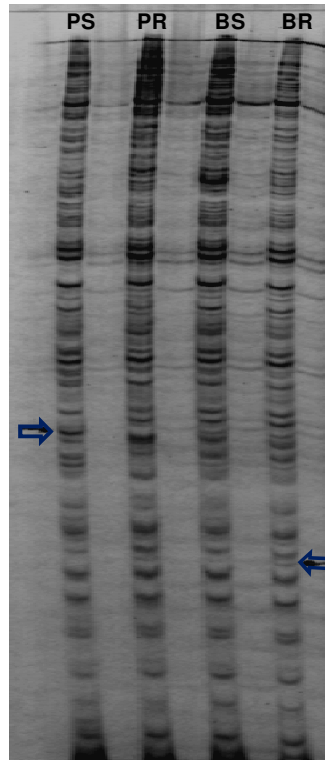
Autoradiografia dos marcadores AFLP obtidos por BSA com a combinação de primers E-AC/M-CAA. As setas indicam os marcadores polimórficos identificados. PR - Couve Algarvia, PS - CrGC, BR- “Bulk” DNA de plantas resistentes e BS- “Bulk” DNA de plantas susceptíveis.
